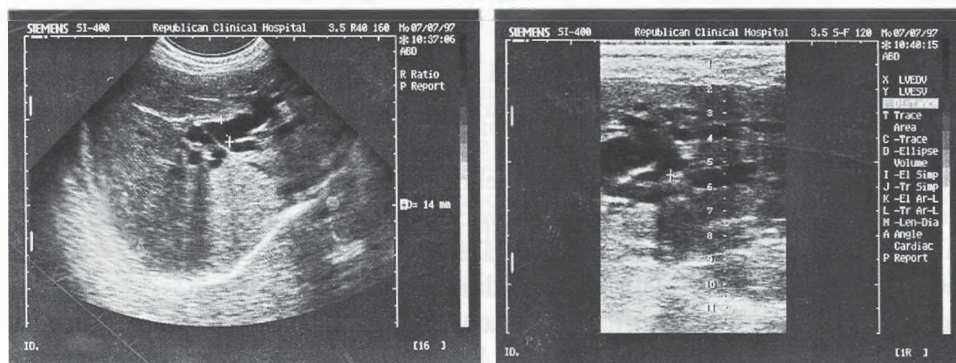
Ultrasonografie (caz propriu)
